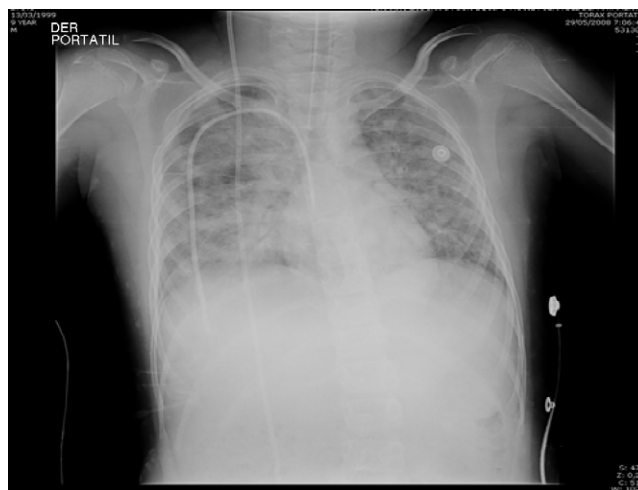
Radiografía posteroanterior de paciente de 9 años con SDRA por VVZ.
